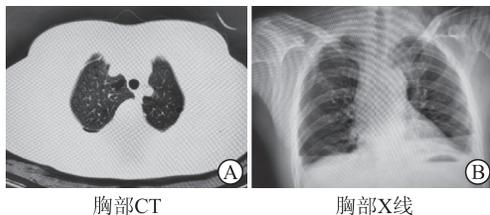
出院前患者胸部 CT (A) 及 X 线 (B) 表现
